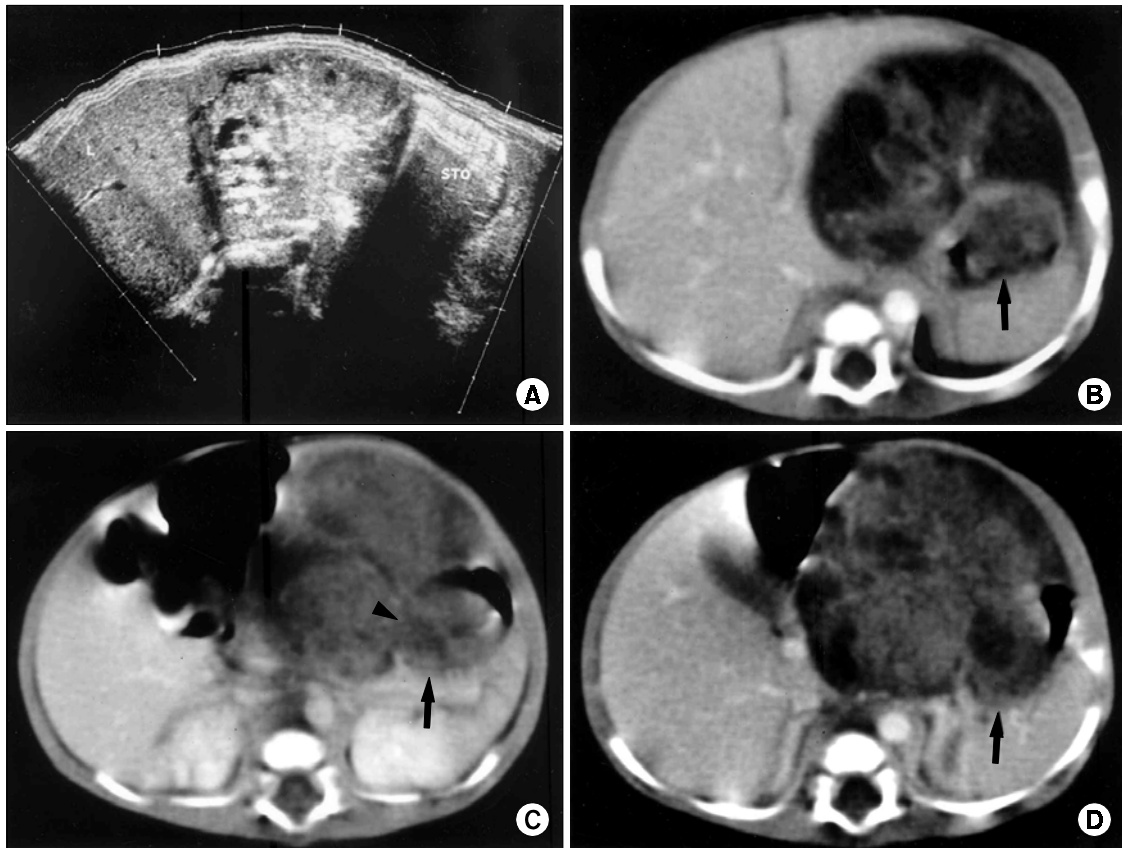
A. Panorama images of abdominal sonography demonstrate a well-defined, heterogeneously hypoechoic solid mass in the gastrohepatic space containing multifocal cystic component. B-D. Abdominal CT scan with contrast shows that a heterogeneously enhanced mass originating from lesser curvature of stomach (arrowhead) is located in gastrohepatic space and involves both extragastric and intragastric areas (arrows). L: liver, STO: stomach.
